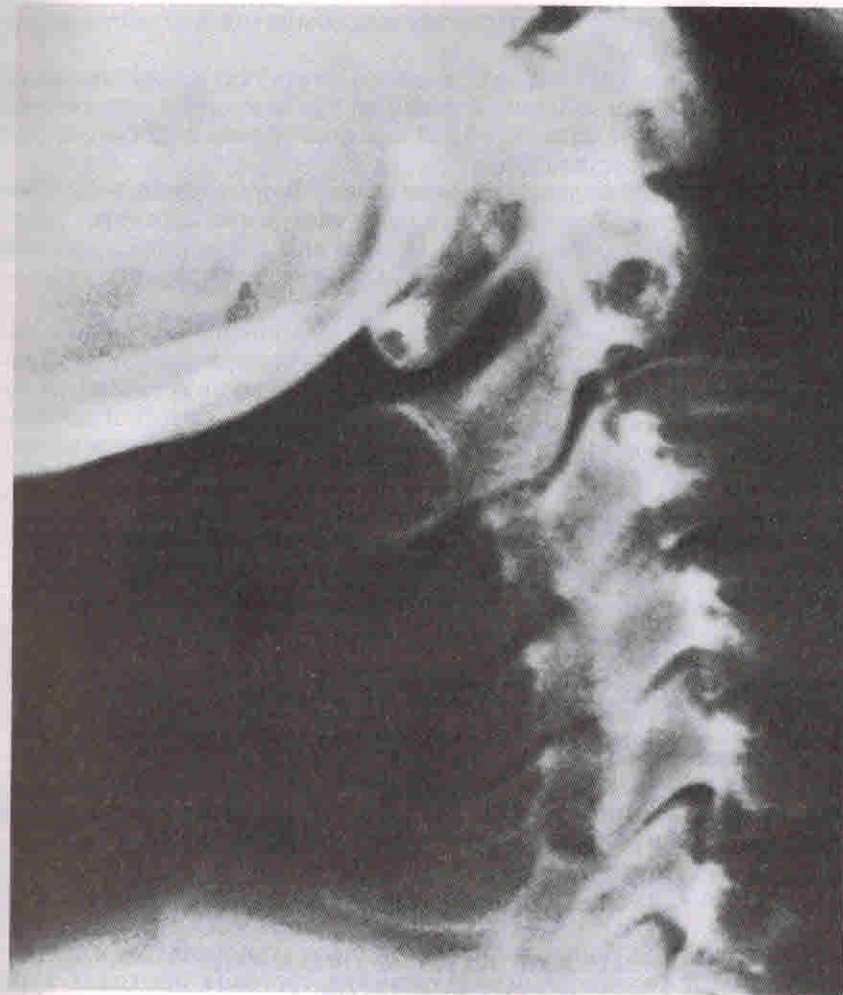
Рентгенограмма в состоянии разгибания шейного отдела позвоночника того же пациента, что и на рис. 12, показывающая уменьшение степени подвывиха и тем самым маскирующая повреждения, если не выполнены снимки в положении сгибания. Sherk HH:Atlantoaxial instability and acquired basilar invagination in rheumatoid arthritis. Orthop Clin North Am 9:1057, 1978.
